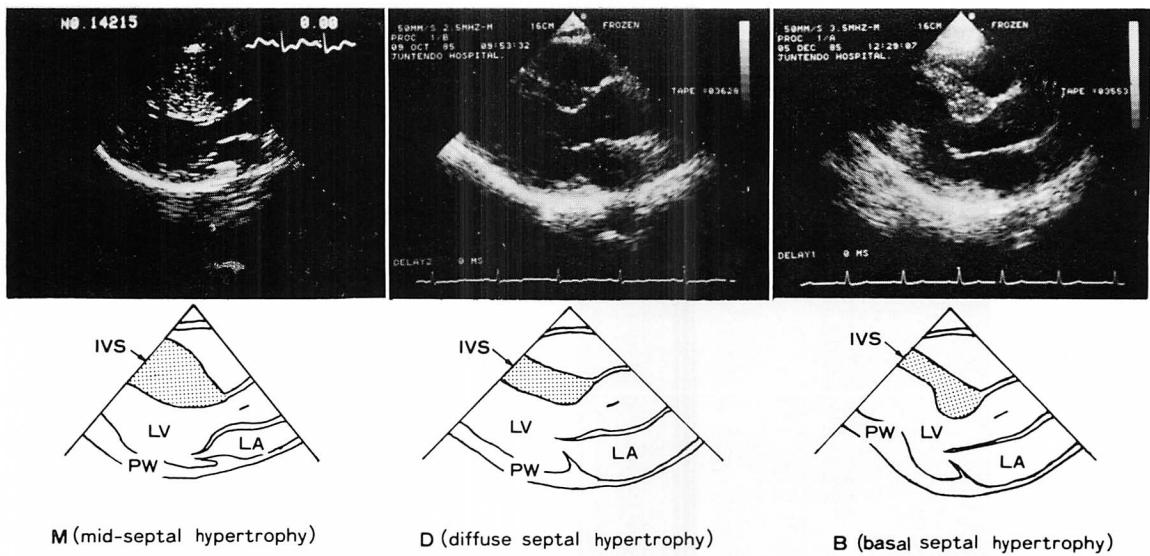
Three fundamental echocardiographic patterns of ASH (long-axis view).
